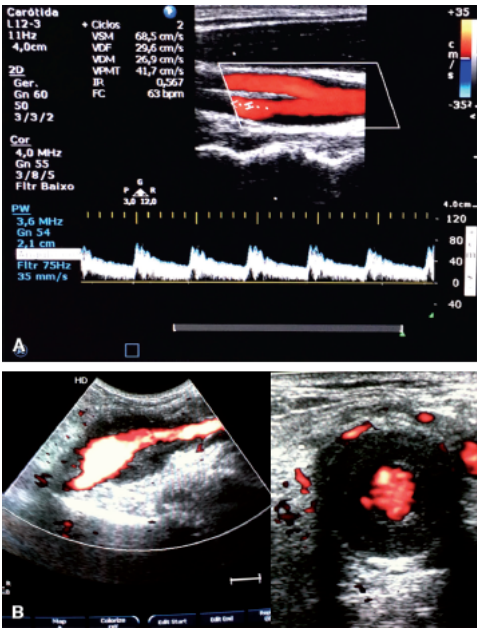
Ecodoppler colorido. A. Carótida normal. B. Aneurisma de artéria poplítea.
